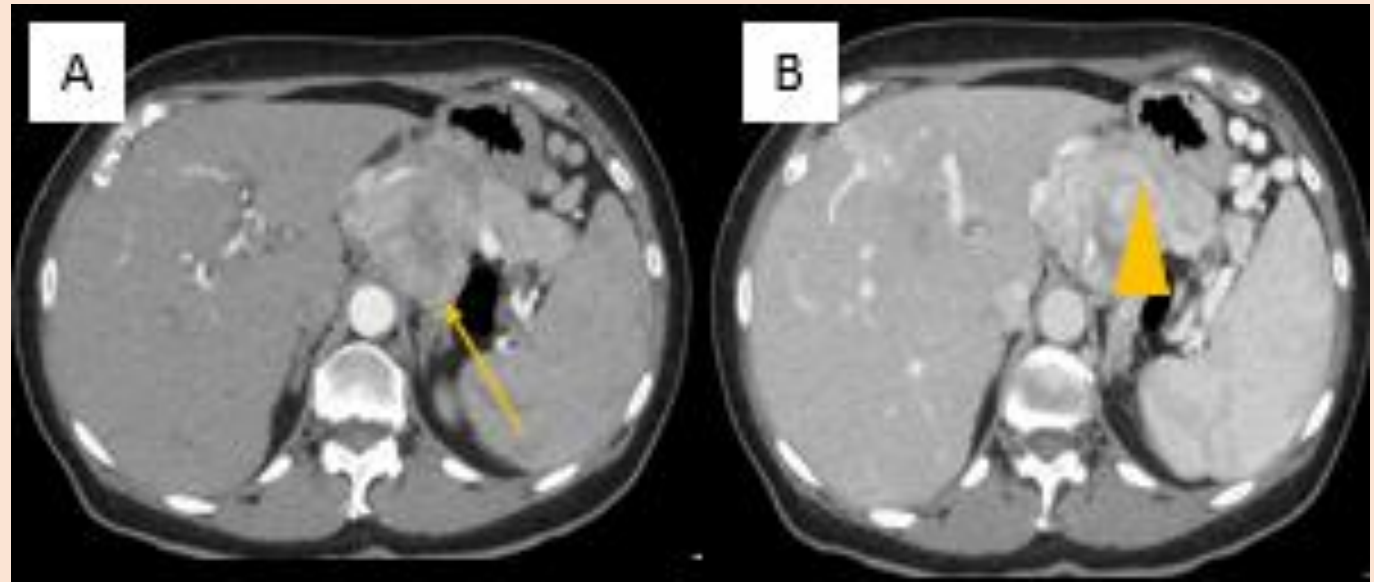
TC ABDOMEN CON CONTRASTE INTRA VENOSO.
